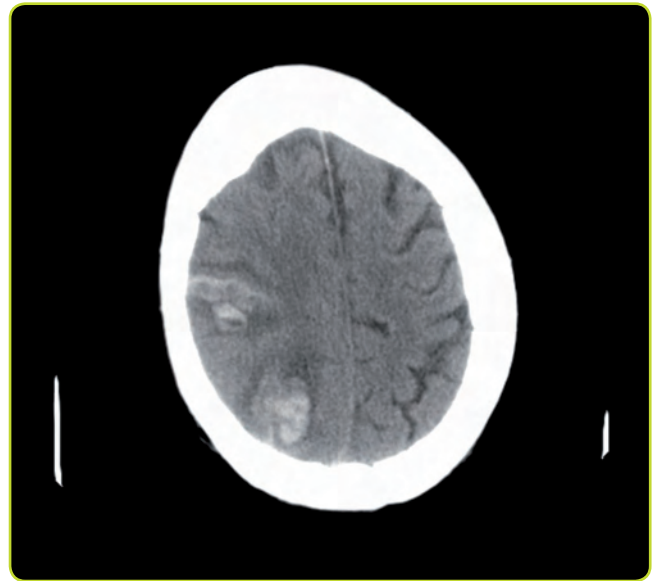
TC que muestra infarto cerebral en territorio de la arteria cerebral media derecha (área hipodensa) con transformación hemorrágica (área hiperdensa de bordes poco definidos).
